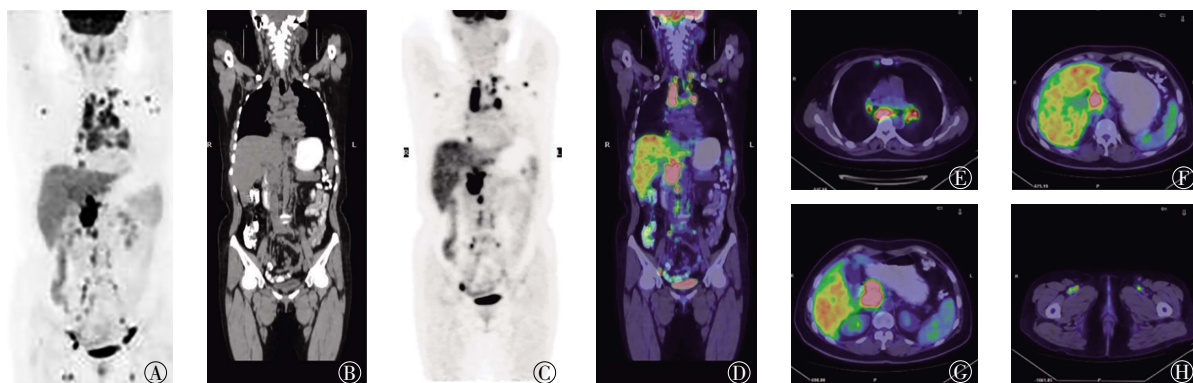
结节病患者(女性, 45岁)的 $^{18}\text{F}$ -FDG PET/CT图 图中, A: 全身MIP; B: 全身PET图; C: 全身CT图; D: 全身PET/CT融合图; E、F、G、H: 受累病灶横断位PET/CT融合图, 依次为肺门及纵隔淋巴结、肝脏与脾脏、肝脏与腹腔淋巴结、腹股沟淋巴结; MIP: 最大密度投影。
